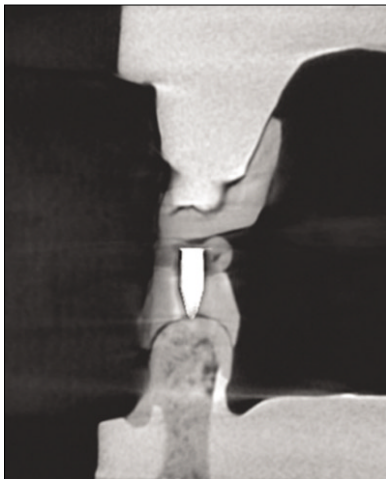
Radiographic image of Cone Beam Computer Tomography with radiographic stent.
